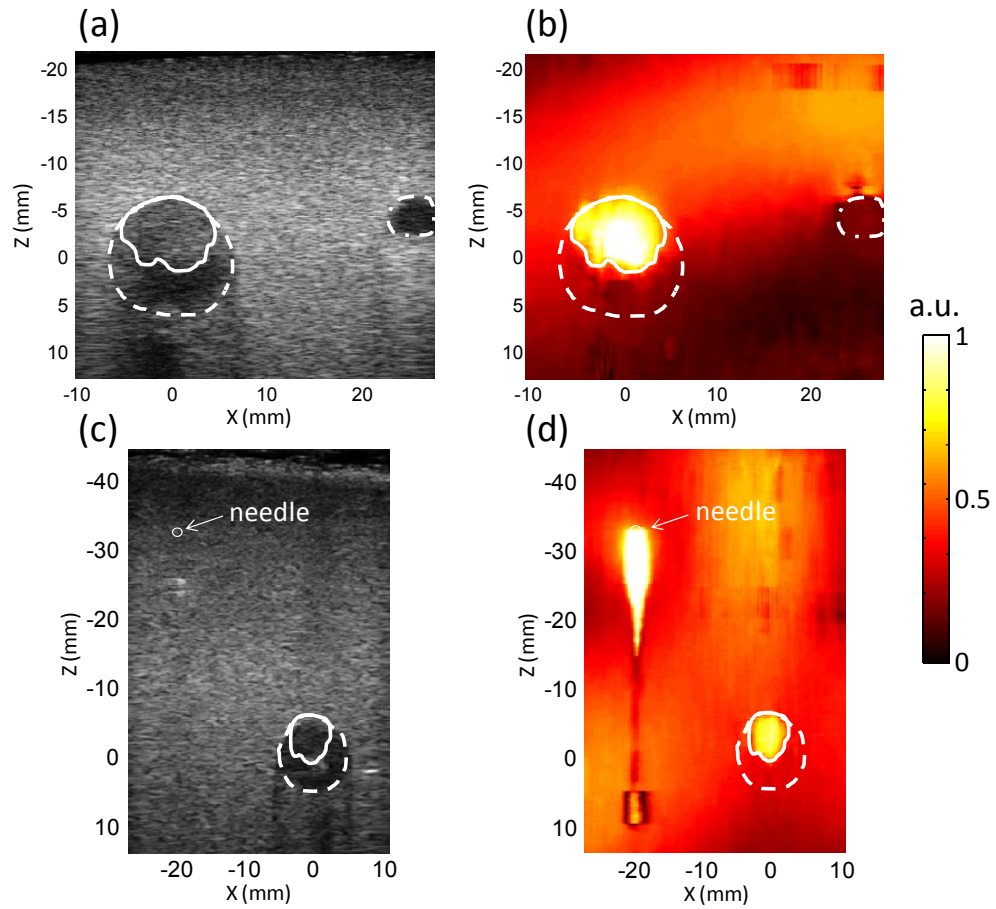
B-mode image of the probed phantom made of fresh thrombi formed within the inferior vena cava (IVC) (a) and right common iliac vein (RCIV) (c) segments and manual segmentations of the vessel walls (dotted lines), of the mimicking artery (dot-dashed line), and of the thrombi (solid lines). Corresponding experimental two-dimensional (2-D) normalized stationary displacement maps at the first resonance frequency (68 Hz for the IVC and 74 Hz for the RCIV) for the IVC (b) and the RCIV (d). The shearing source was a 85 Hz transient plane (b) or cylindrical (d) wave.
